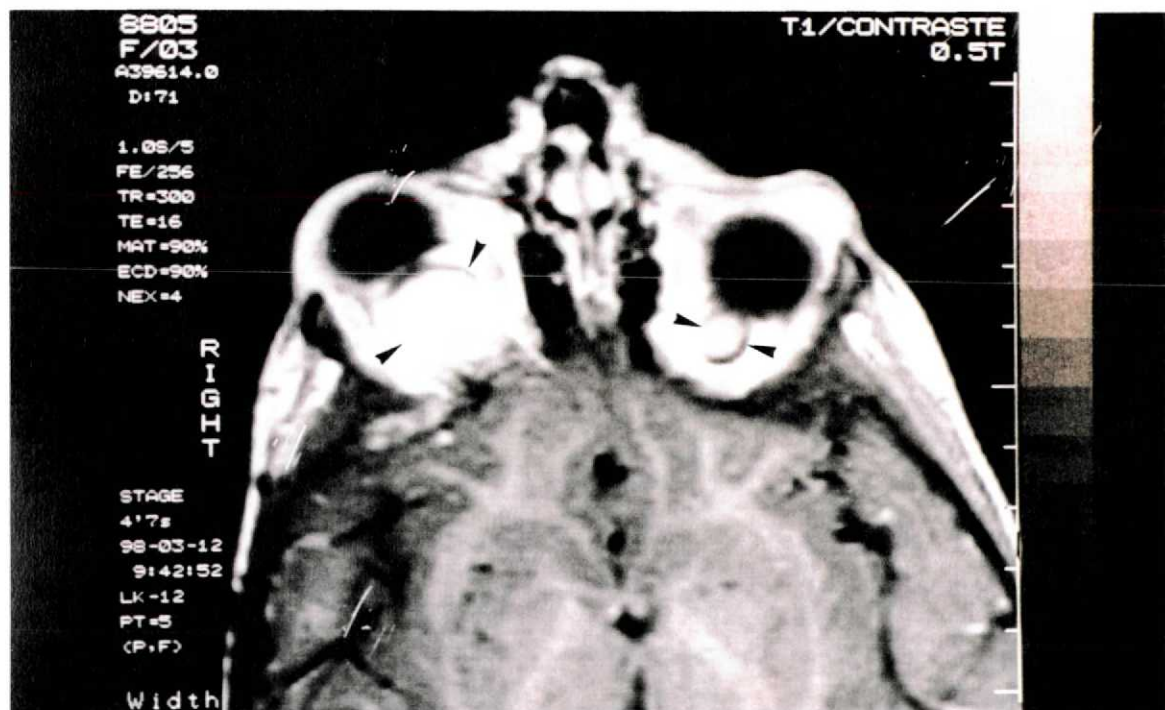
Exame de ressonância magnética do caso n.º 1, corte axial em T1, mostrando o aspecto das lesões (cabeças de seta) 8 meses após a intervenção cirúrgica sobre o nervo óptico direito, sem evidência de comprometimento do quiasma.
